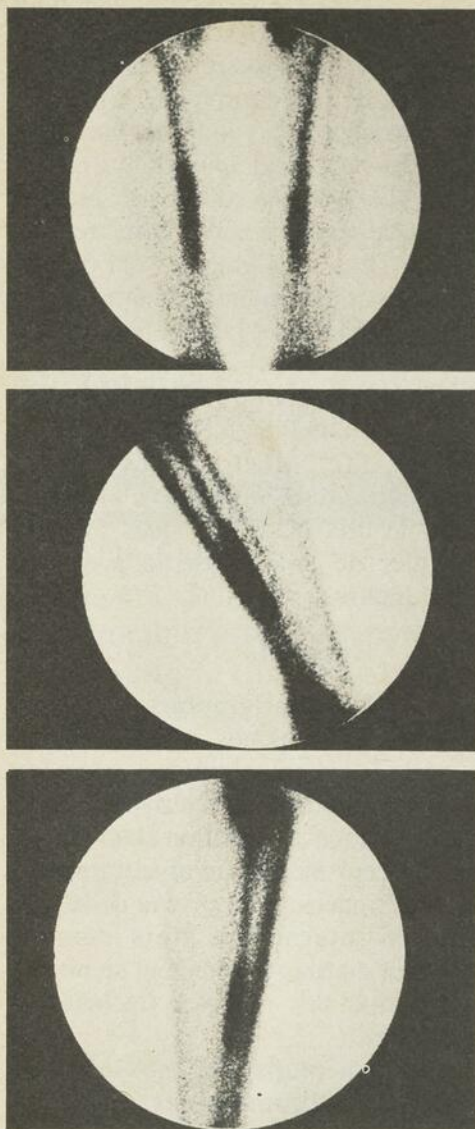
Patient de trente-deux ans courant trois à quatre km par semaine depuis deux ans. Il souffre de "Shin Splint" bilatéral grade II depuis sept mois. L'examen scintigraphique montre un aspect caractéristique de "Shin Splint" bilatéralement : zone de captation augmentée, longitudinale, du radiotracteur au niveau du tiers moyen-tiers inférieur du tibia en sa partie postéro-interne.
